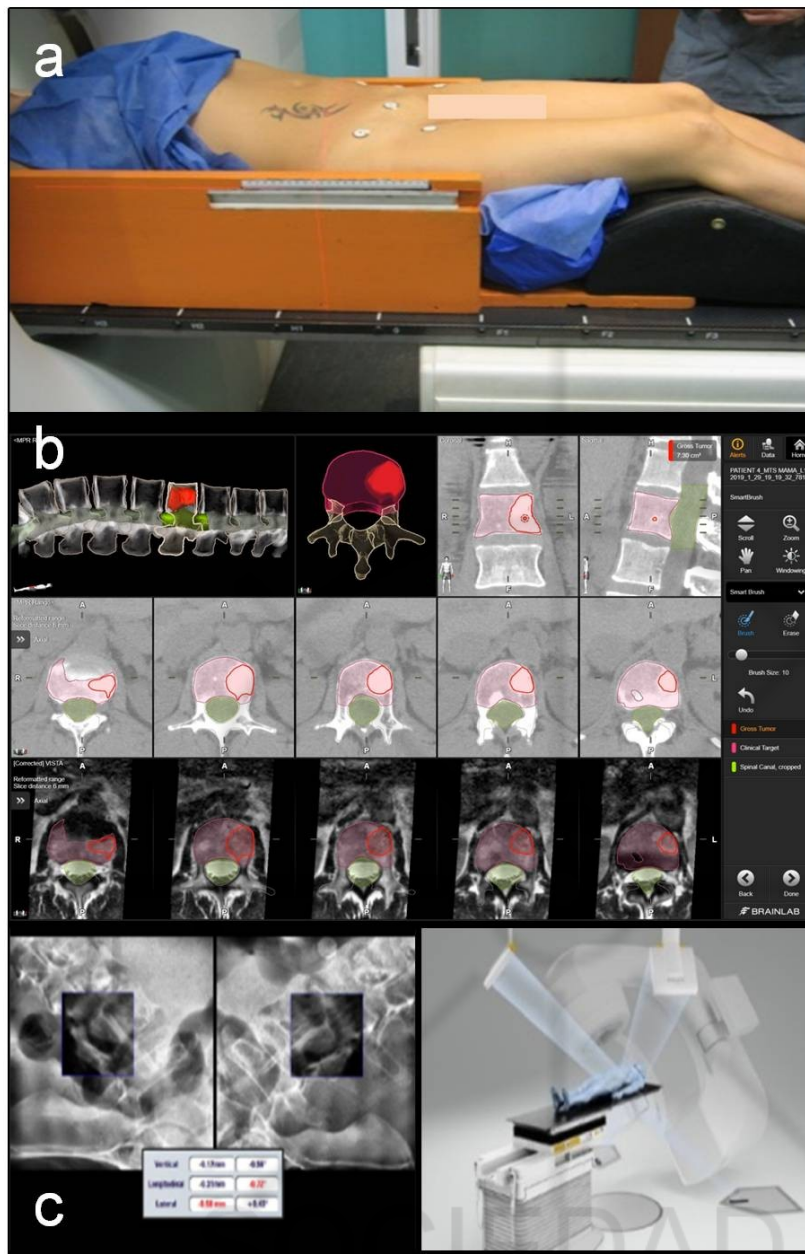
A. Paciente en posición de tratamiento sobre bolsa de vacío en soporte de cuerpo para SBRT. B. Delimitación de GTV sobre segmentación automática de cuerpos vertebrales y creación automática de CTV basada en el consenso internacional. C. Fusión entre imágenes RX estereoscópicas y radiografías digitales reconstruidas para tratamiento con guía por imágenes.
